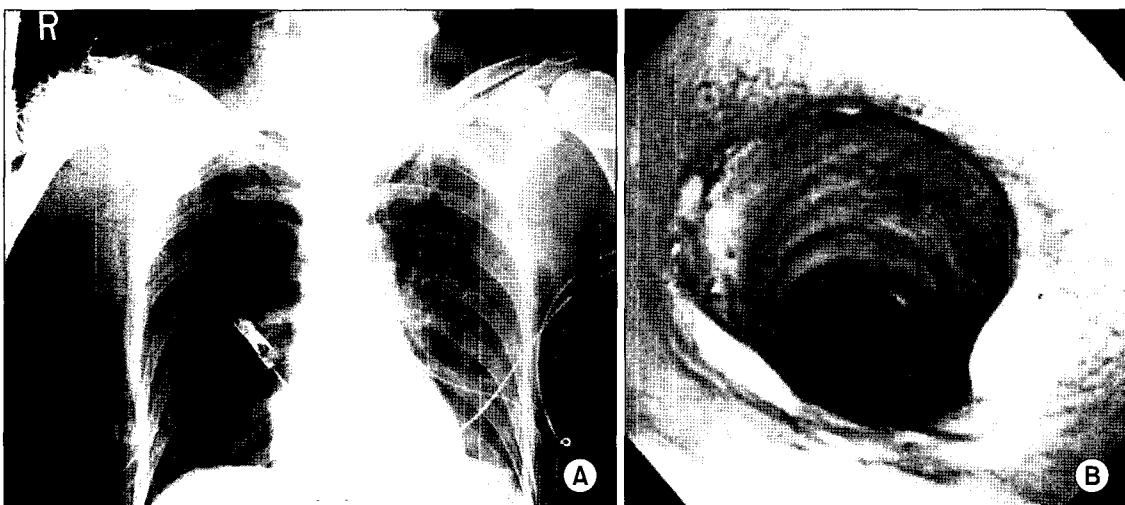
(A) Postoperative chest X-ray findings. Both lungs were fully reexpanded. (B) Postoperative bronchoscopic finding. Tracheal anastomosis site is intact except some granulation tissues.
